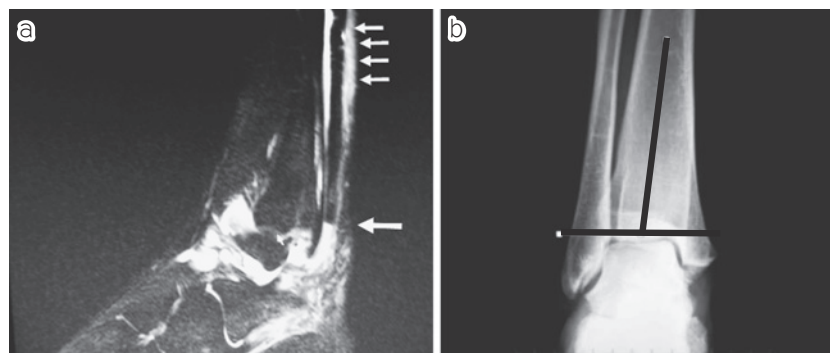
a. MRI 腓骨筋腱は→部で途絶している。近位では腱の弛みが認められる→
